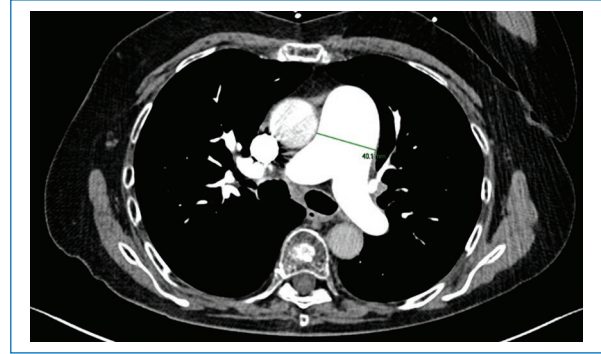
Tomografía computarizada contrastada pulmonar. Tras la administración de medio de contraste se observa el adecuado paso y la opacificación de las estructuras en toda su porción principal y sus ramas. El tronco de la arteria pulmonar está aumentado, con un diámetro mayor de 38 mm.
